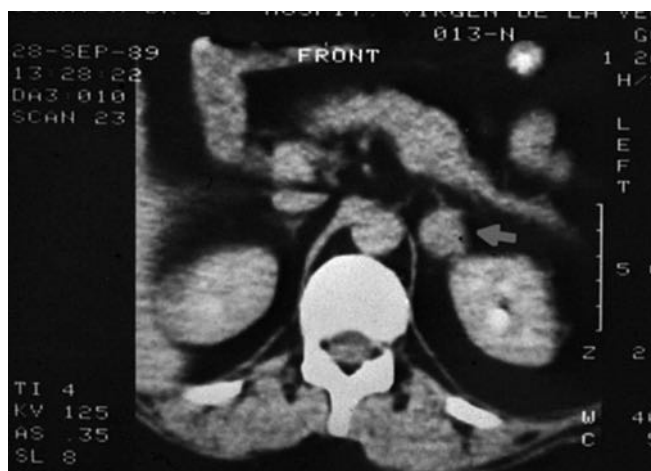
Tomografía axial computarizada: adenoma corticosuprarrenal izquierdo de 2 cm de diámetro.
